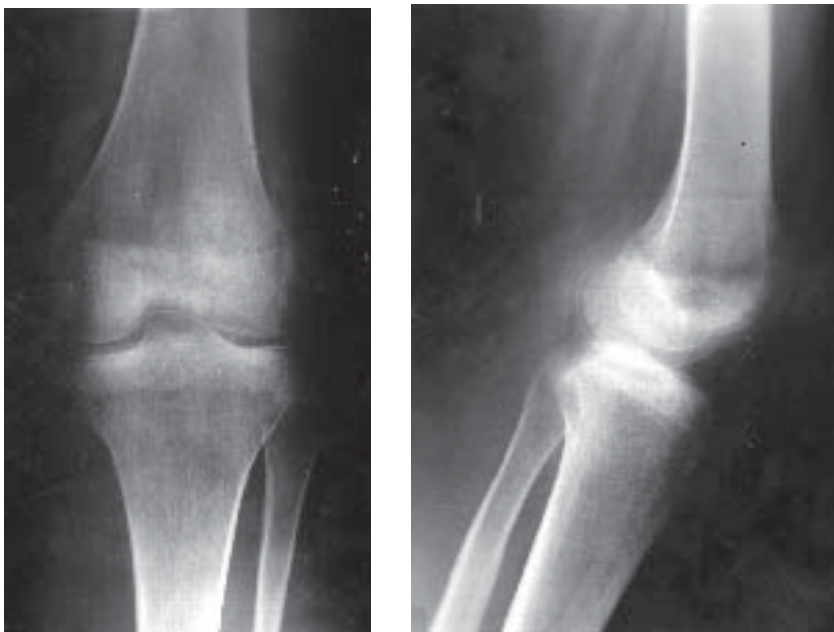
7. Osteoporoză postraumatică. Radiografie genunchi AP și LL. Linii transparente subcondrale, benzi transparente la nivelul cartilajului de creștere.
